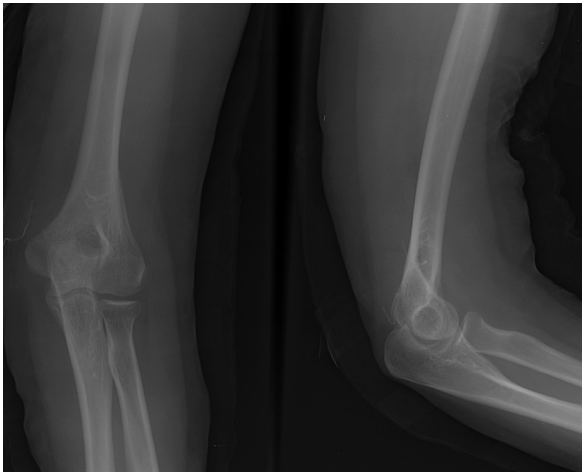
Radiograph after implant removal.
